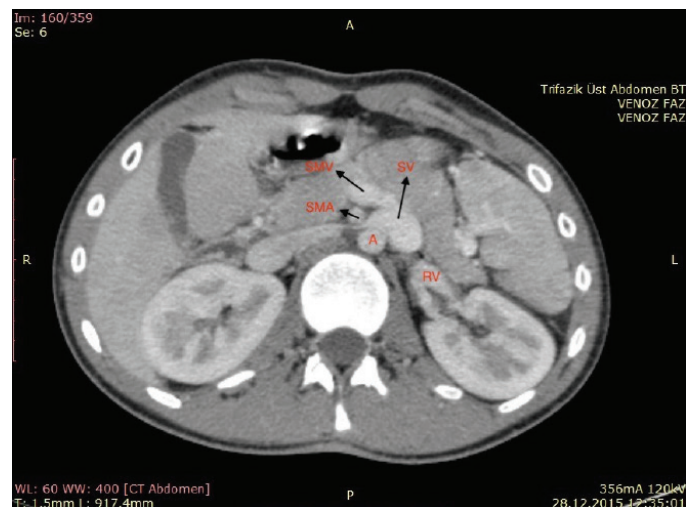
Preoperative CT imaging of the shunt vessel. Note that the SMA crosses LRV causing nutcracker syndrome
